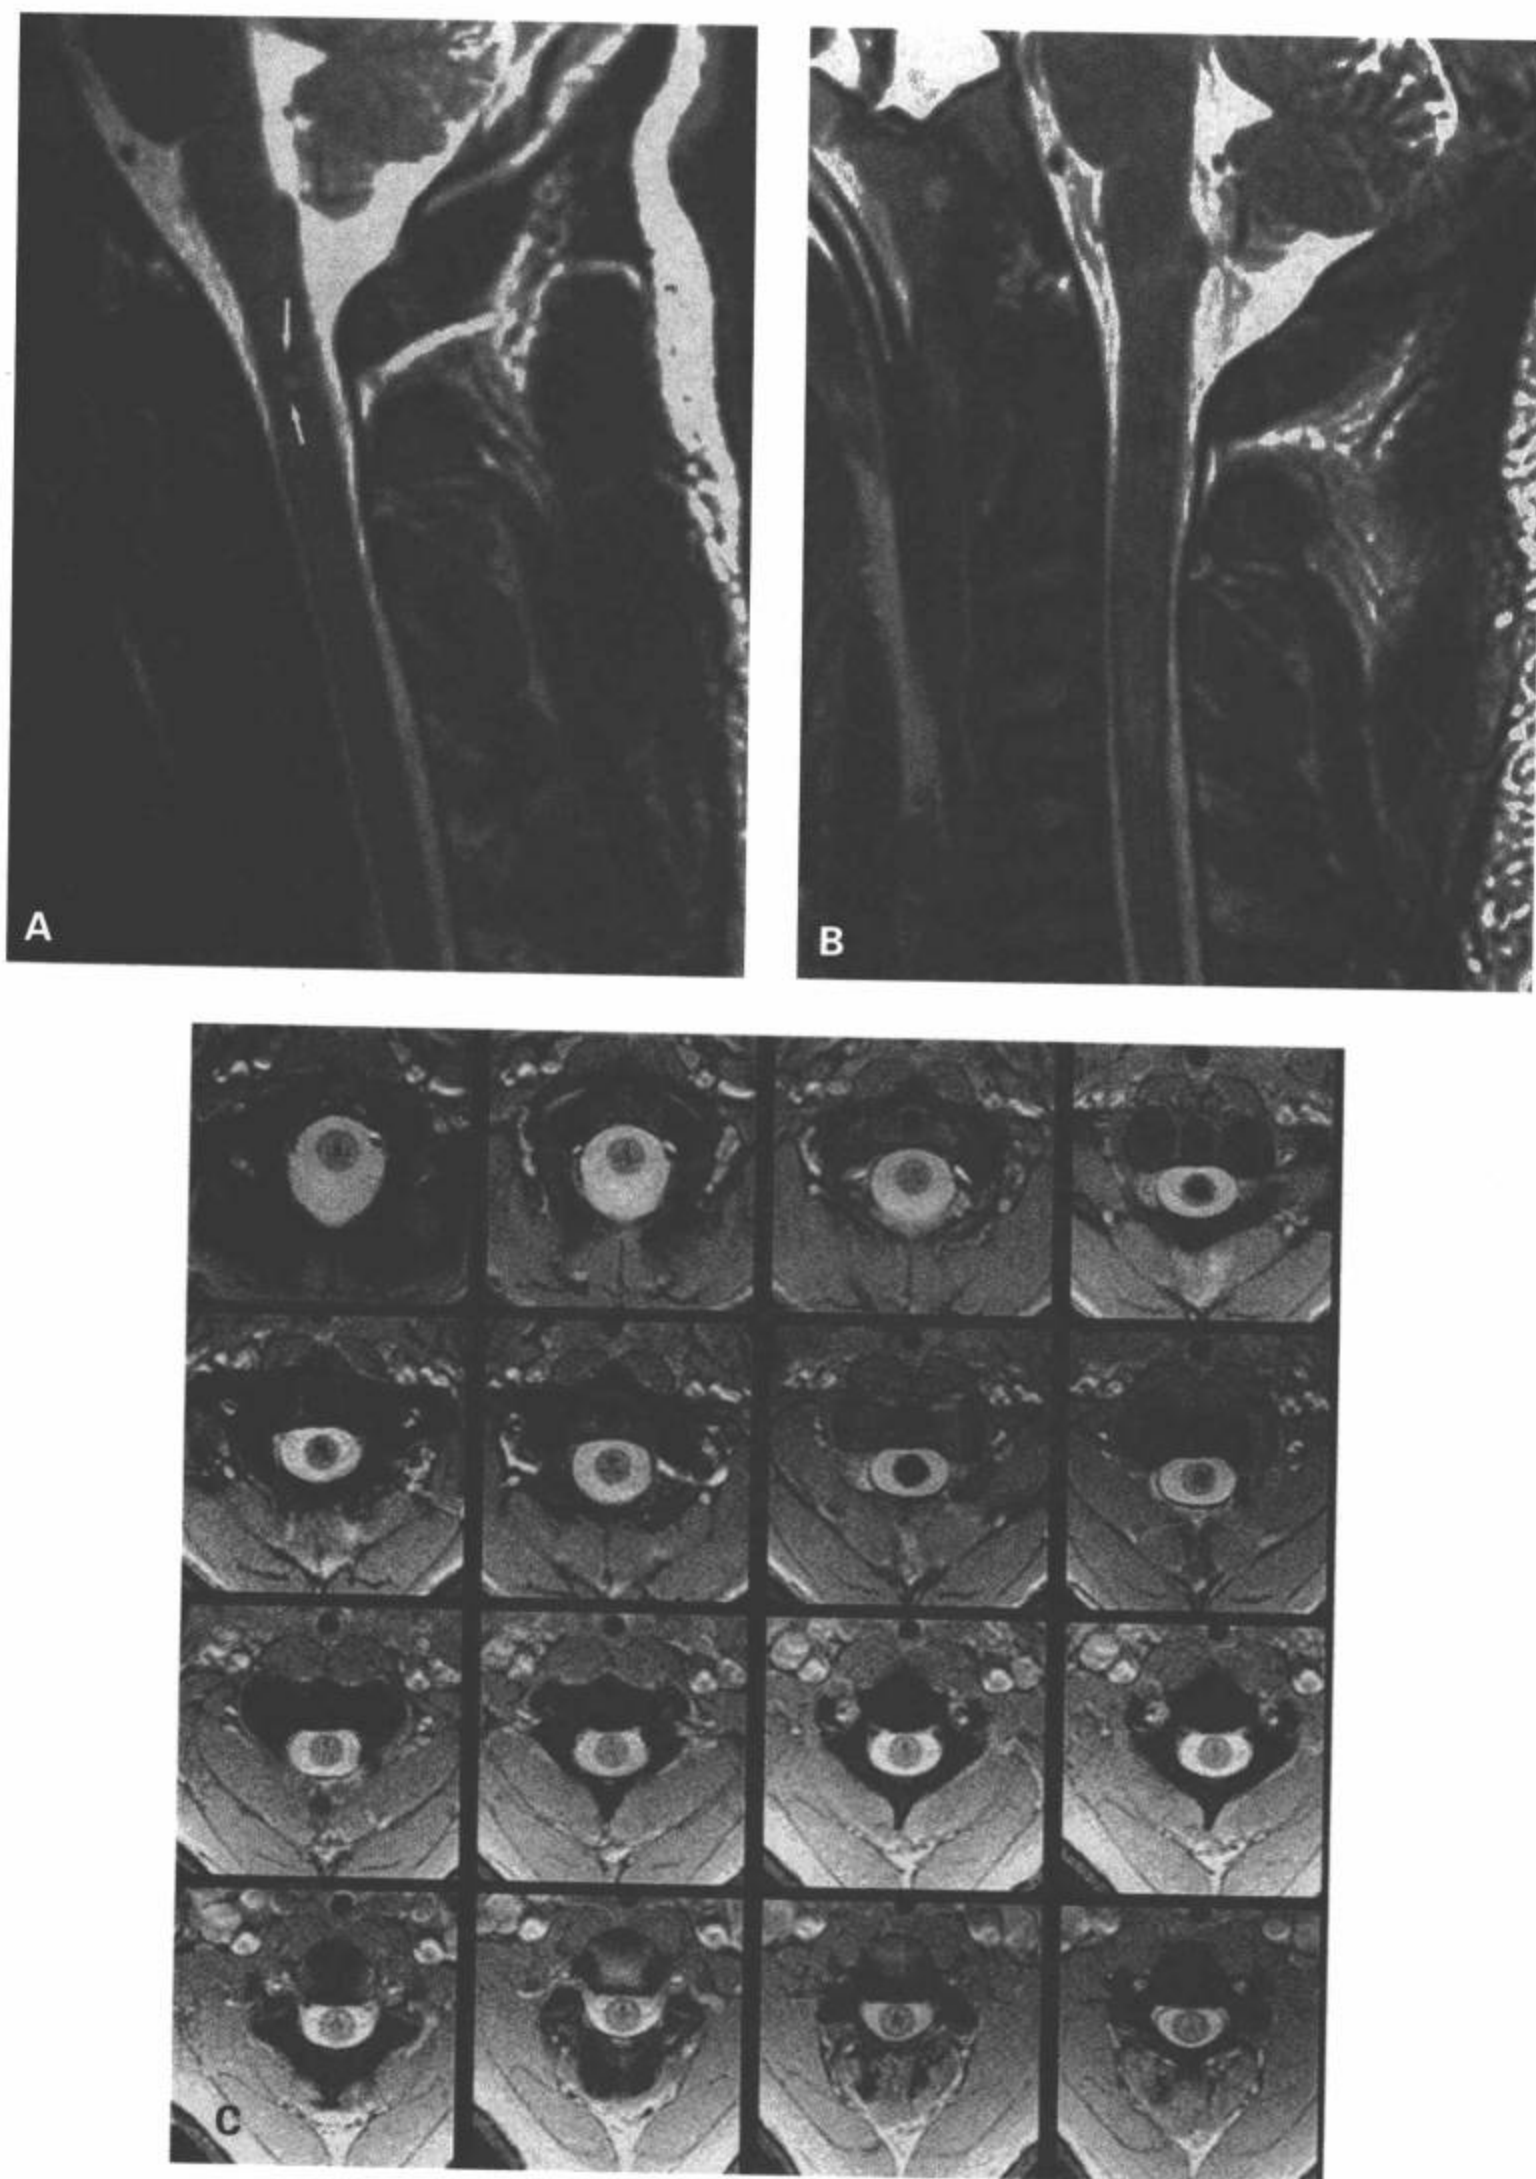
高位颈髓创伤的超急性期出血。A: 入院时的矢状面 T2 加权 MRI。B: 两天后的矢状面 T2 加权 MRI。C: 颈延髓结合部到颈椎中部的梯度回波横断面图像。一名足球运动员颈髓损伤最初的 MRI (A) 显示 C1~C2 水平的超急性期小出血灶 (箭) 和极轻微的高信号水肿。两天后的 MRI 图像 (B) 可见水肿更明显, 向下延伸到 C4 水平, 为明显的脱氧血红蛋白期出血, 特别在横断面 GRE 上 (C), 显示出血位于脊髓中央部分。(From: Flanders AE, Croul SE. Spinal trauma. In: Atlas SW. Magnetic Resonance Imaging of Brain and Spine. 3<sup>rd</sup> ed. Philadelphia: Lippincott Williams & Wilkins; 2002:1805-1806, with permission.)
